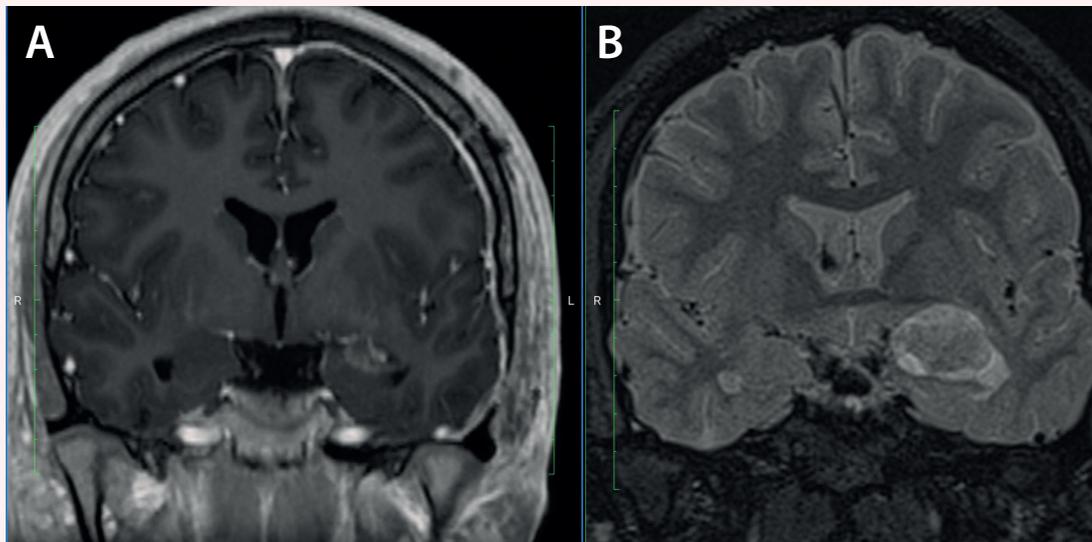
A. *Resonancia magnética postoperatoria*
